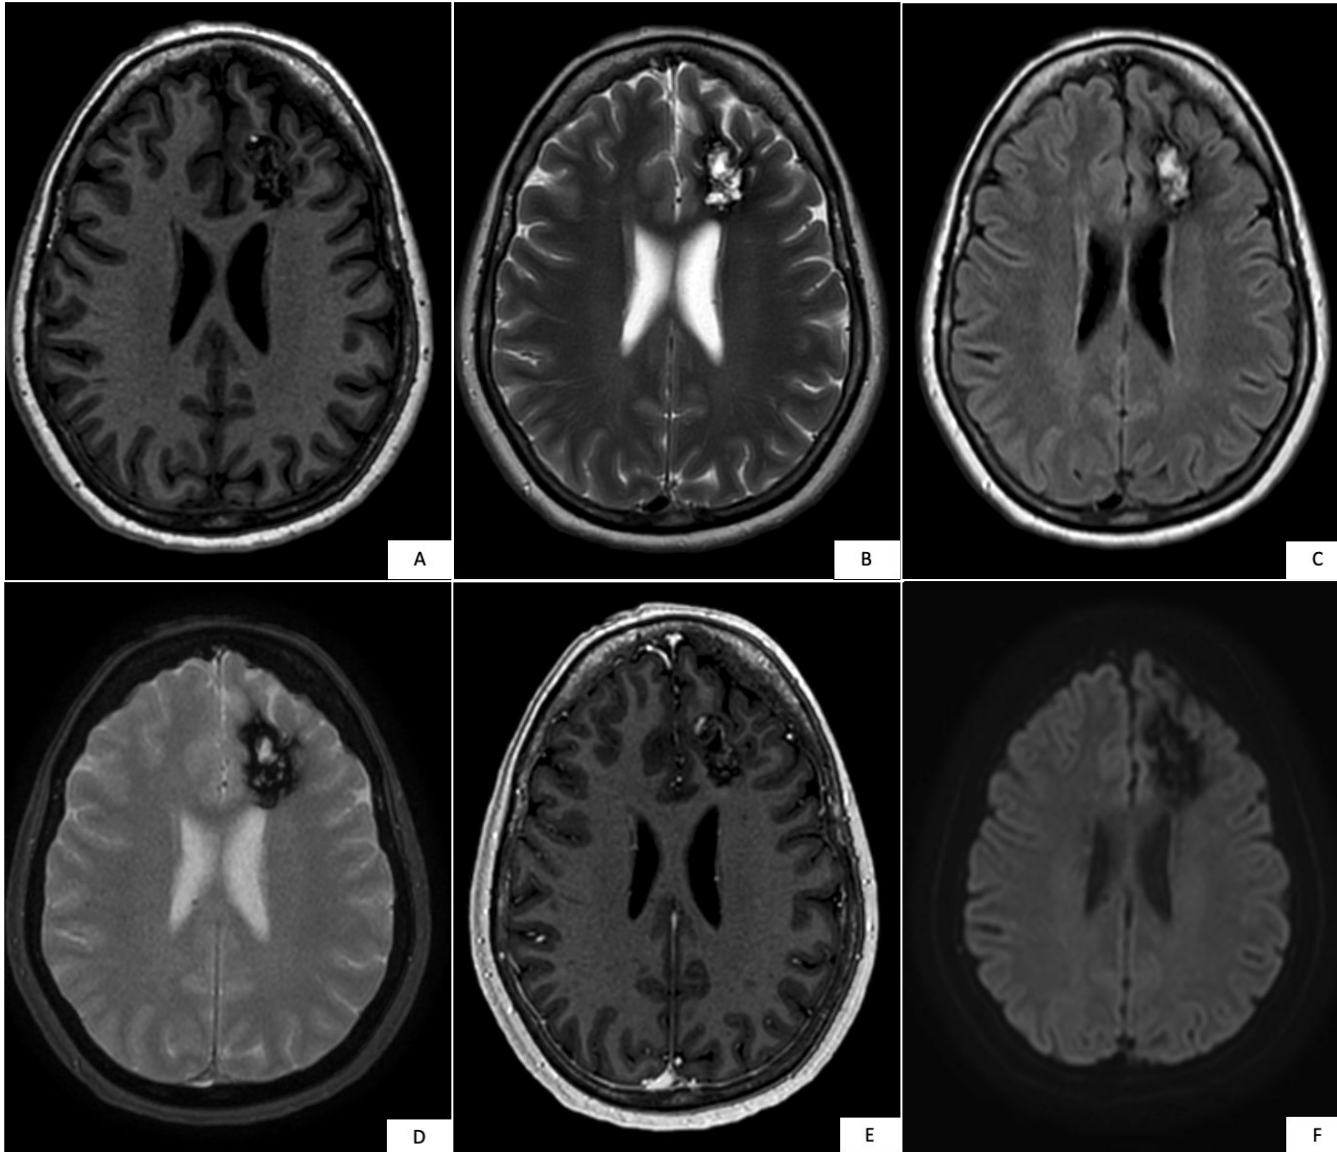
Imágenes axiales ponderadas en T1 (A), T2 (B), FLAIR (C), T2* (D), T1 con contraste i.v. (E) y DWI (F). En la región frontal periventricular izquierda se identifica una lesión intraaxial con intensidad de señal heterogénea en todas las secuencias, más evidente en T2. Presenta una marcada caída de señal en T2*, compatible con depósito de hemosiderina, y señal interna heterogénea en T1 y T2, en relación con componentes hemáticos en distintos estadios evolutivos. En su margen anterior se observa un foco hiperintenso en T1 e hipointenso en T2, compatible con un punto de sangrado subagudo tardío. No muestra restricción significativa de la difusión, ni edema perilesional, ni efecto de masa relevante sobre las estructuras adyacentes. Tras la administración de contraste i.v., no se identifica realce patológico. Corresponde a una malformación arteriovenosa (confirmada histológicamente). Estas imágenes pertenecen al mismo paciente con cavernomatosis familiar y microcavernomas múltiples (Figura 4).
